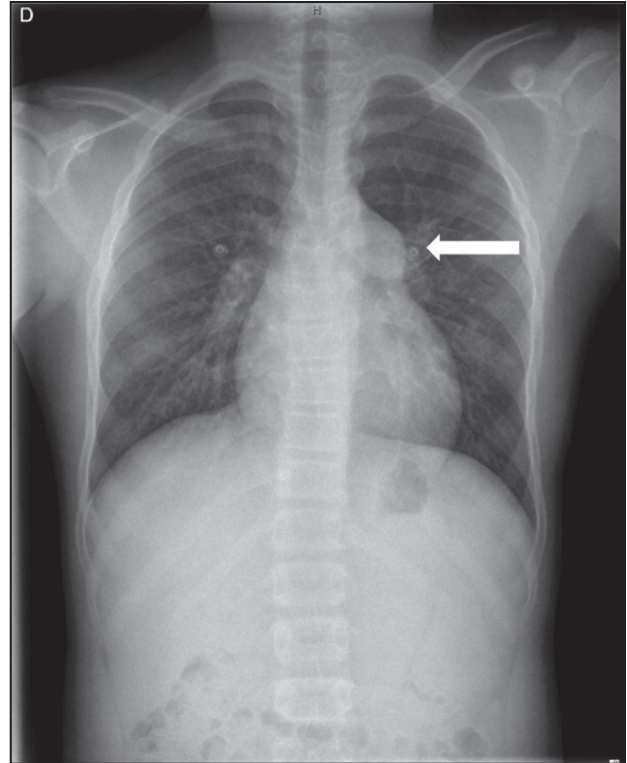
Radiografia de tòrax en què s'observa prominència del botó pulmonar (fletxa blanca), sense cardiomegàlia.
